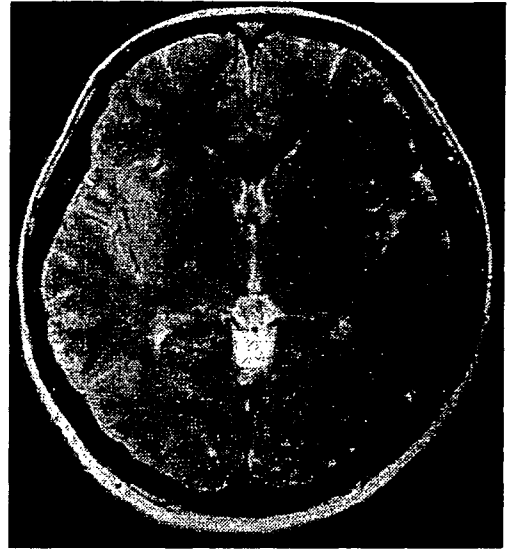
Brain MRI showed diffuse cerebral edema with no specific abnormality on T2-weighted images. (TR 4,080ms, TE 100ms)
